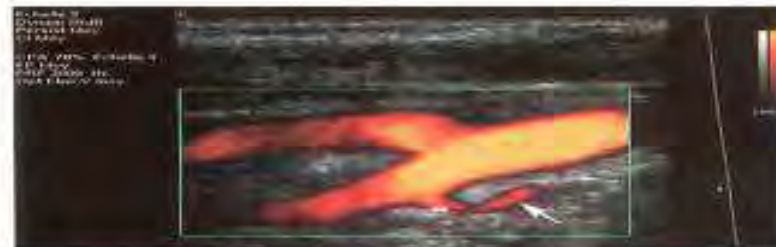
Power-Doppler.* L'arteria tiroidea superiore (freccia) e il primo ramo della carotide esterna e viene quasi costantemente visualizzata in eco-Doppler.
